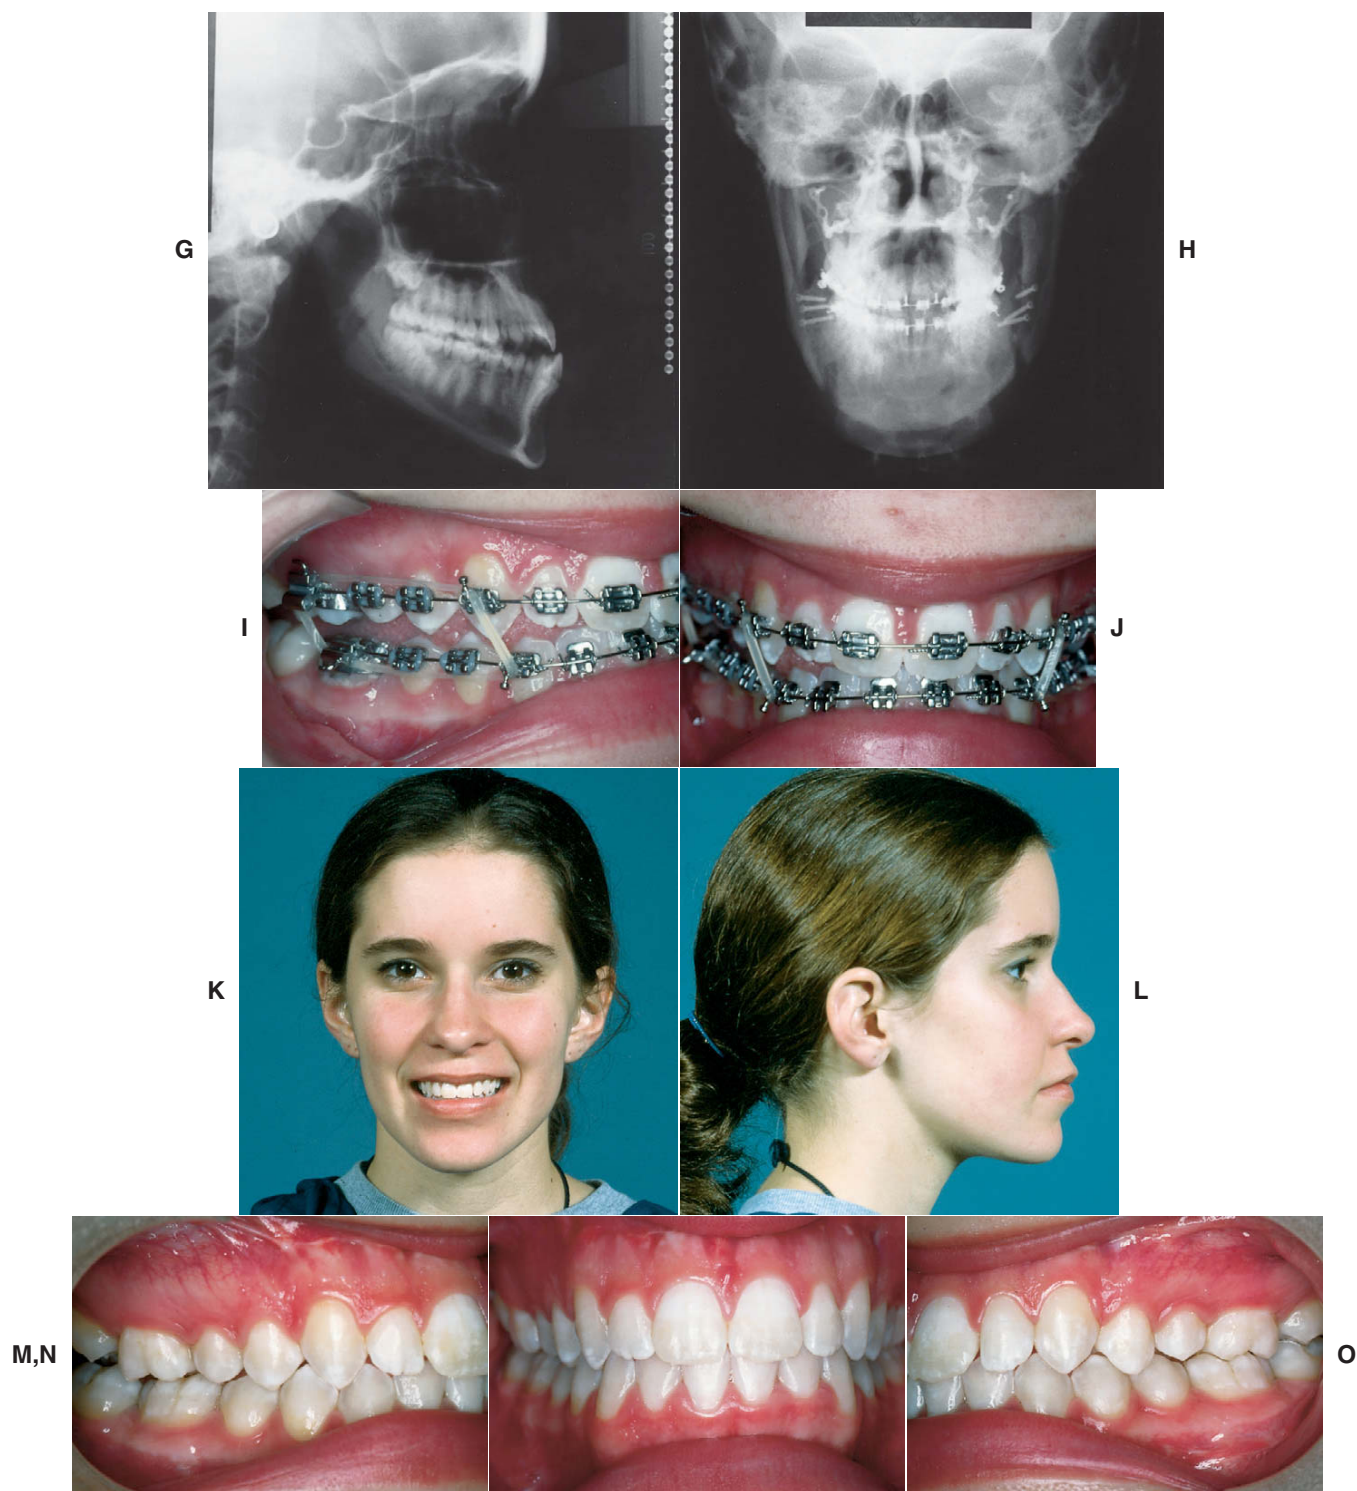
cont. G, A radiografia cefalométrica mostra uma combinação de prognatismo mandibular com deficiência da maxila. O plano de tratamento foi alinhamento ortodôntico e estabilização, então H, a osteotomia LeFort I para avanço maxilar combinada com BSSO para um recuo mandibular assimétrico. I e J, No pós-operatório, fios ortodônticos e elásticos leves foram usados para trazer os dentes, nivelando o arco inferior. K a O, Aparência facial e dentária 15 meses após o tratamento.
